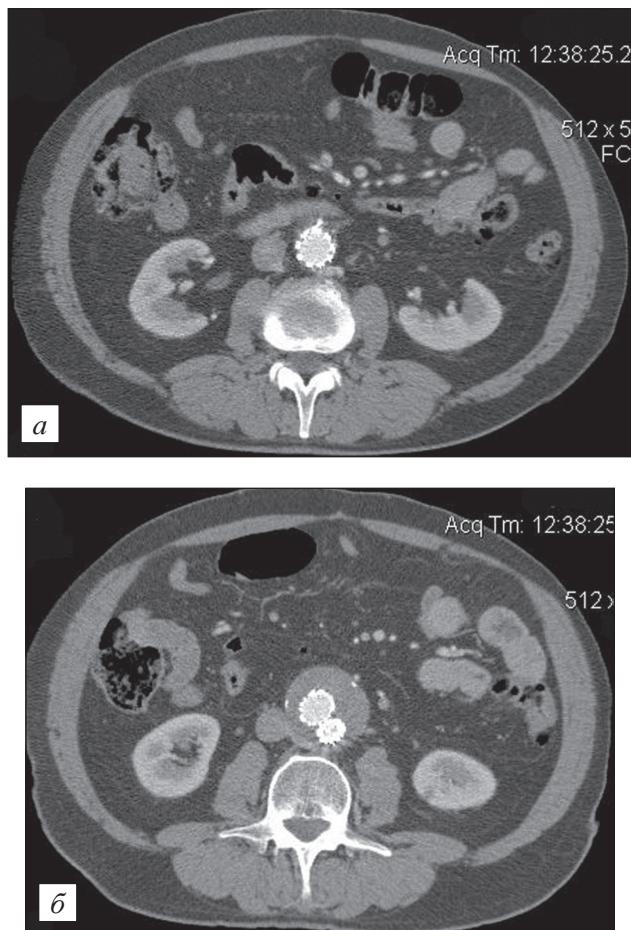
Данные мультиспиральной компьютерной томографии того же больного через 12 мес после имплантации стент-графта ELLA.
